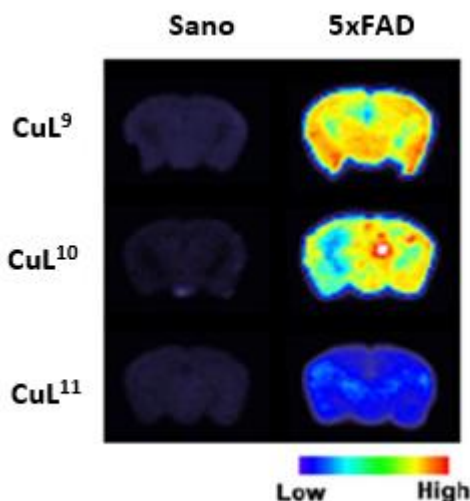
Imágenes de los tejidos cerebrales de ratones transgénicos y sanos recopiladas por autorradiografía. En cada fila se puede apreciar el tratamiento de tejido cerebral con cada uno de los compuestos, por otro lado, en la primera y segunda columna se aprecian los resultados de ratones sanos y 5xFAD, respectivamente (Adaptado de la referencia 56).<sup>56</sup>
